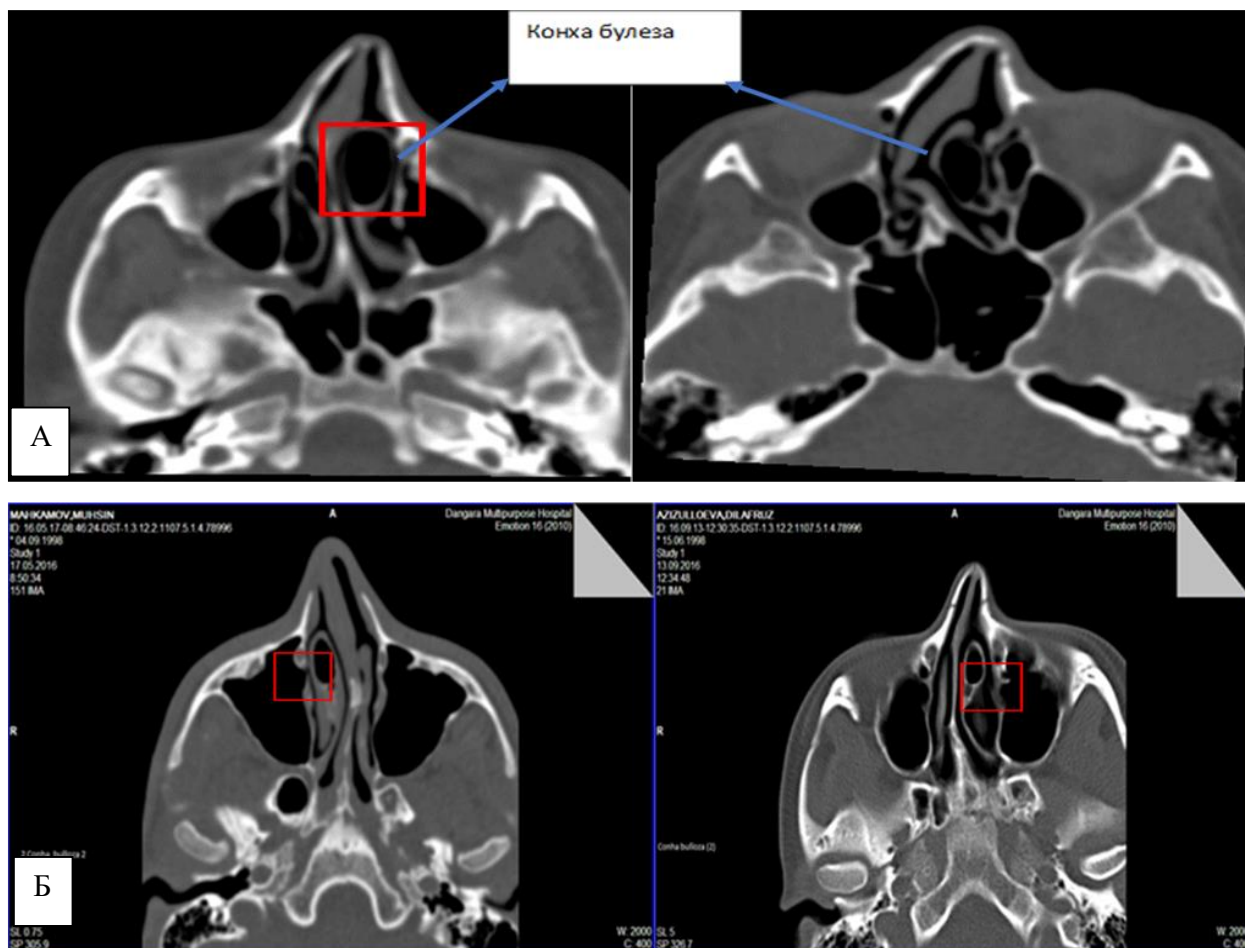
КТ-снимок .В аксиальном срезе: С-образное ИНП влево и вправо (а) и Concha bullosa справа и слева; естественное соустье верхнечелюстной пазухи справа и слева (б)
